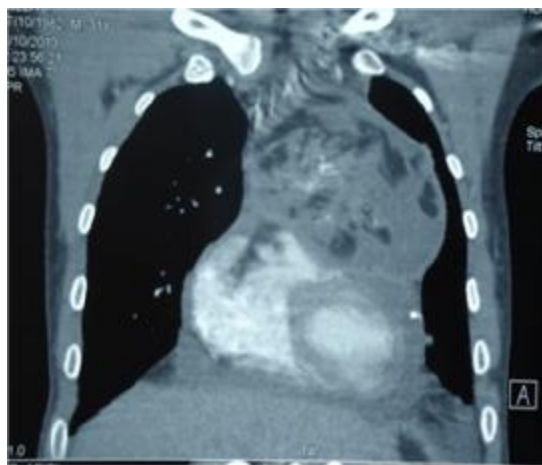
TDM thoracique en coupe coronale montrant une masse médiastinale antérieure renfermant différentes densités avec un épanchement péricardique .
